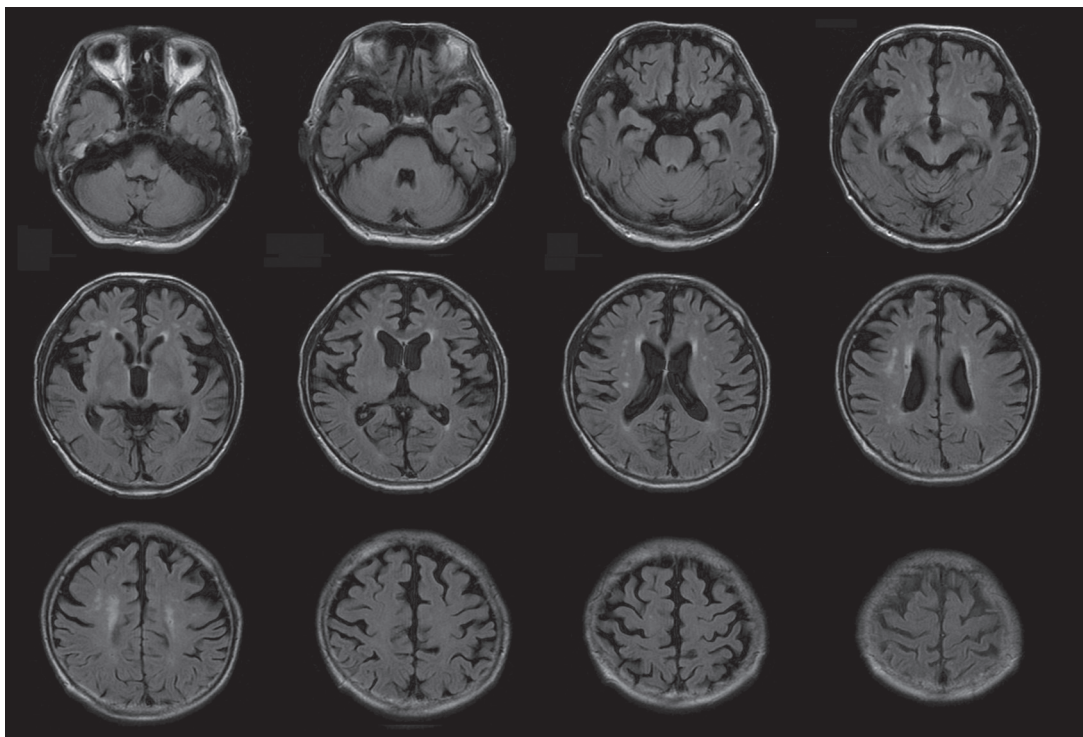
治療開始 10 日後の MRI, FLAIR 画像
